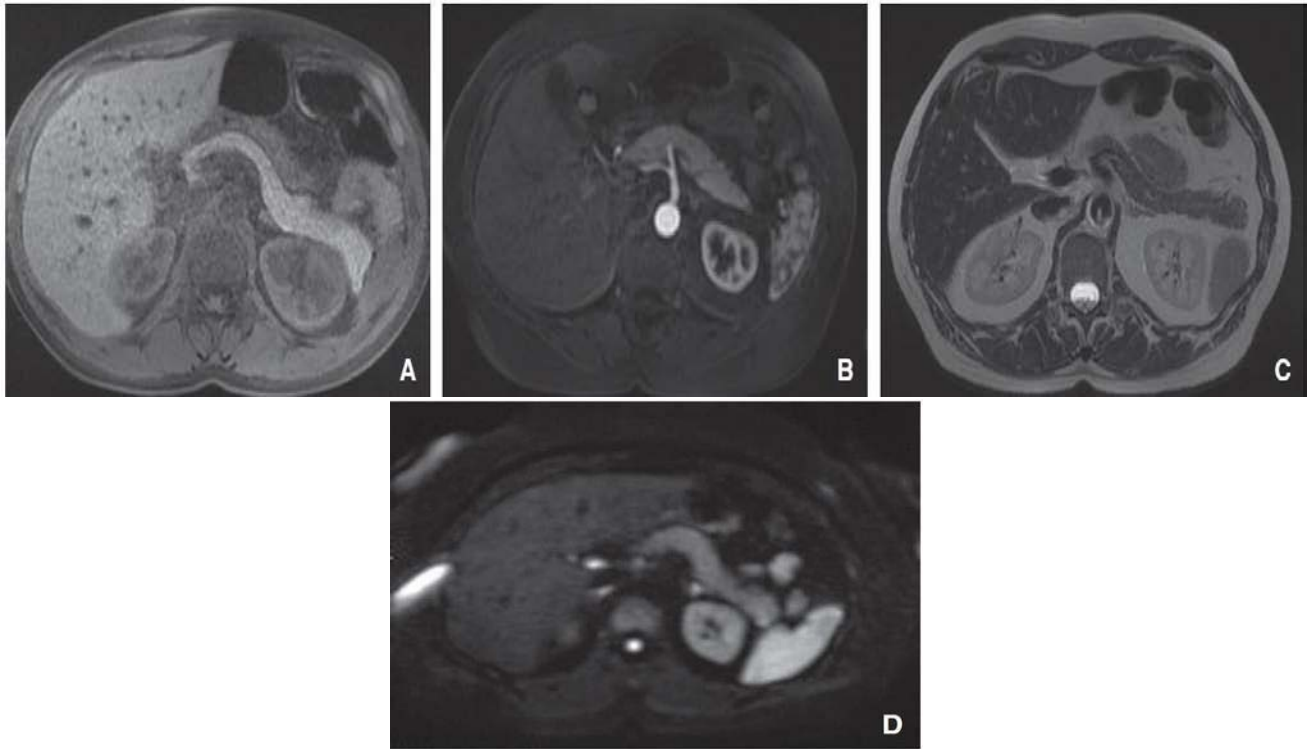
Parenchyme IRM. [33]
